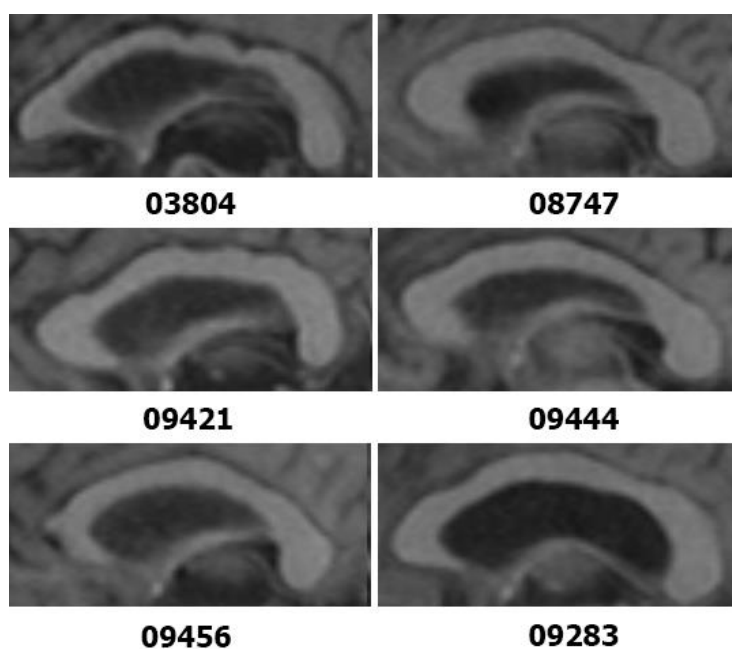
МРТ-зображення високоопуклих форм мозолистого тіла чоловіків у віці від 36 до 60 років.
